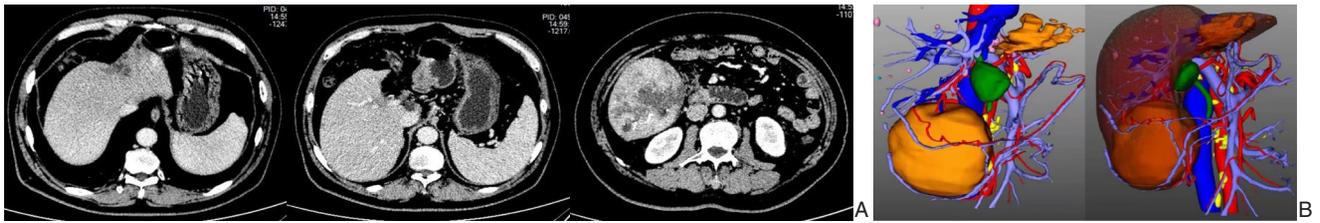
术前影像学图片 A: 腹部CT图像; B: 三维重建
